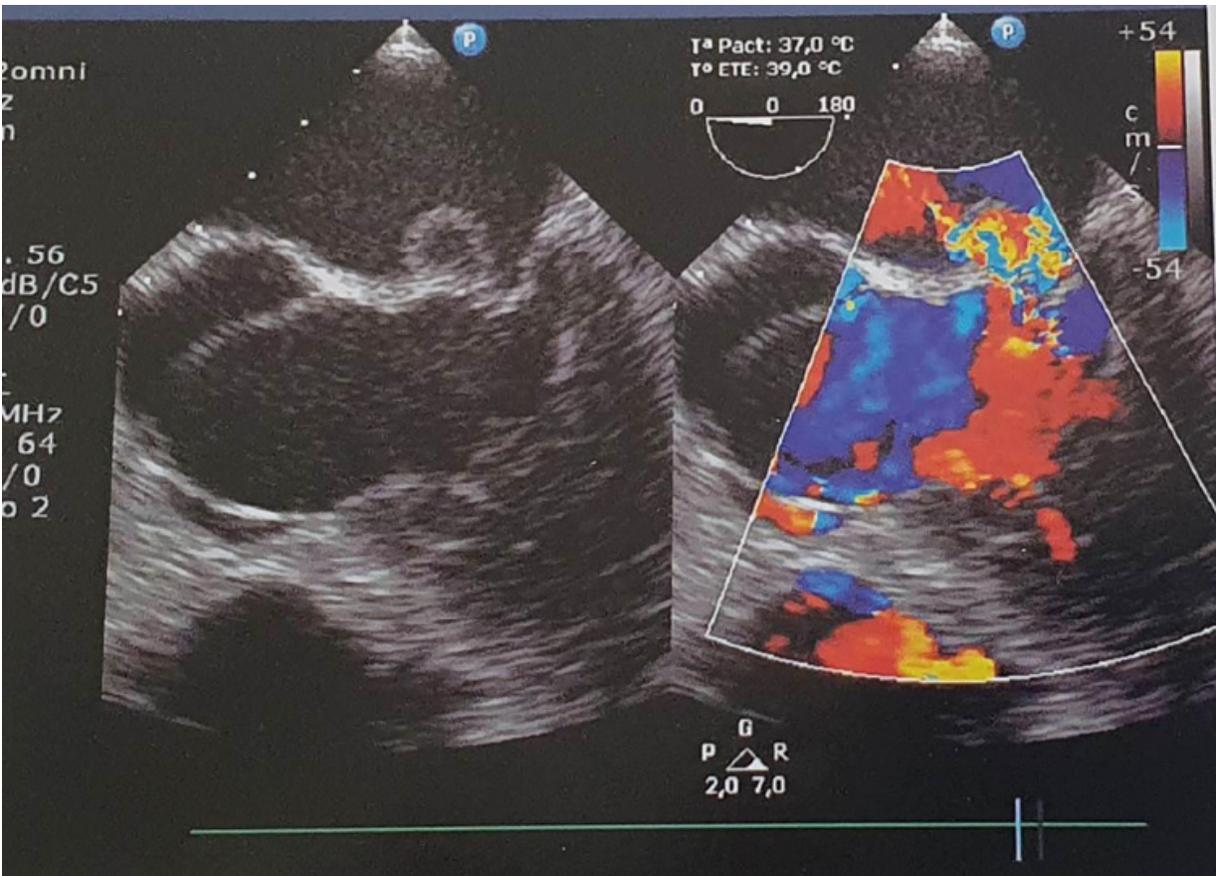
Ecocardiografía transtorácica. Se observa la presencia de una gran vegetación mitral que genera por perforación una IM leve a moderada. Imagen obtenida del libro *Valvulopatías*, 1ª edición, de Casabé JH, Favaloro RR, Figal JC, Guevara E, Mendiz O, Torino A. Buenos Aires, 2014 Ediciones Journal, pág. 228.
